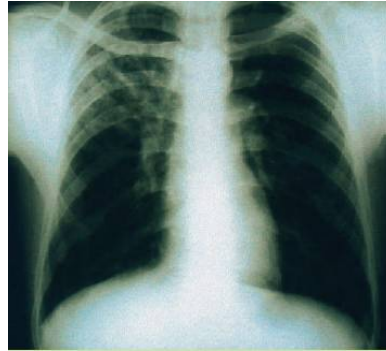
Radiografia tórax com lesões cavitadas no lobo superior direito (retirado de (Raymundo, 2003)).
